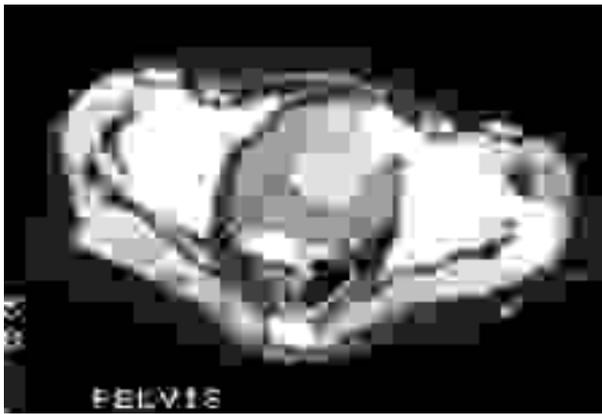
TAC. Corte transverso a la altura de las cabezas femorales. Tumor vesical calcificado de localización anterior y en el lado izquierdo.
